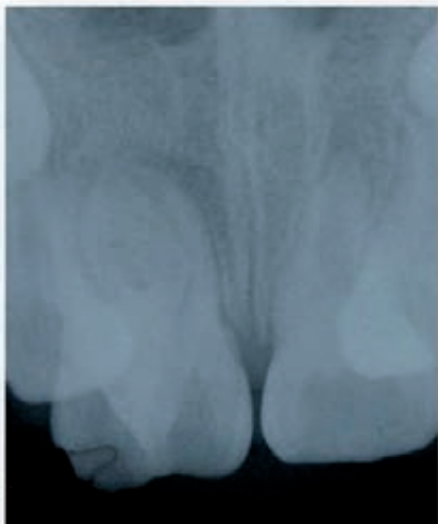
Radiografía que muestra la invaginación a través de la raíz dental
